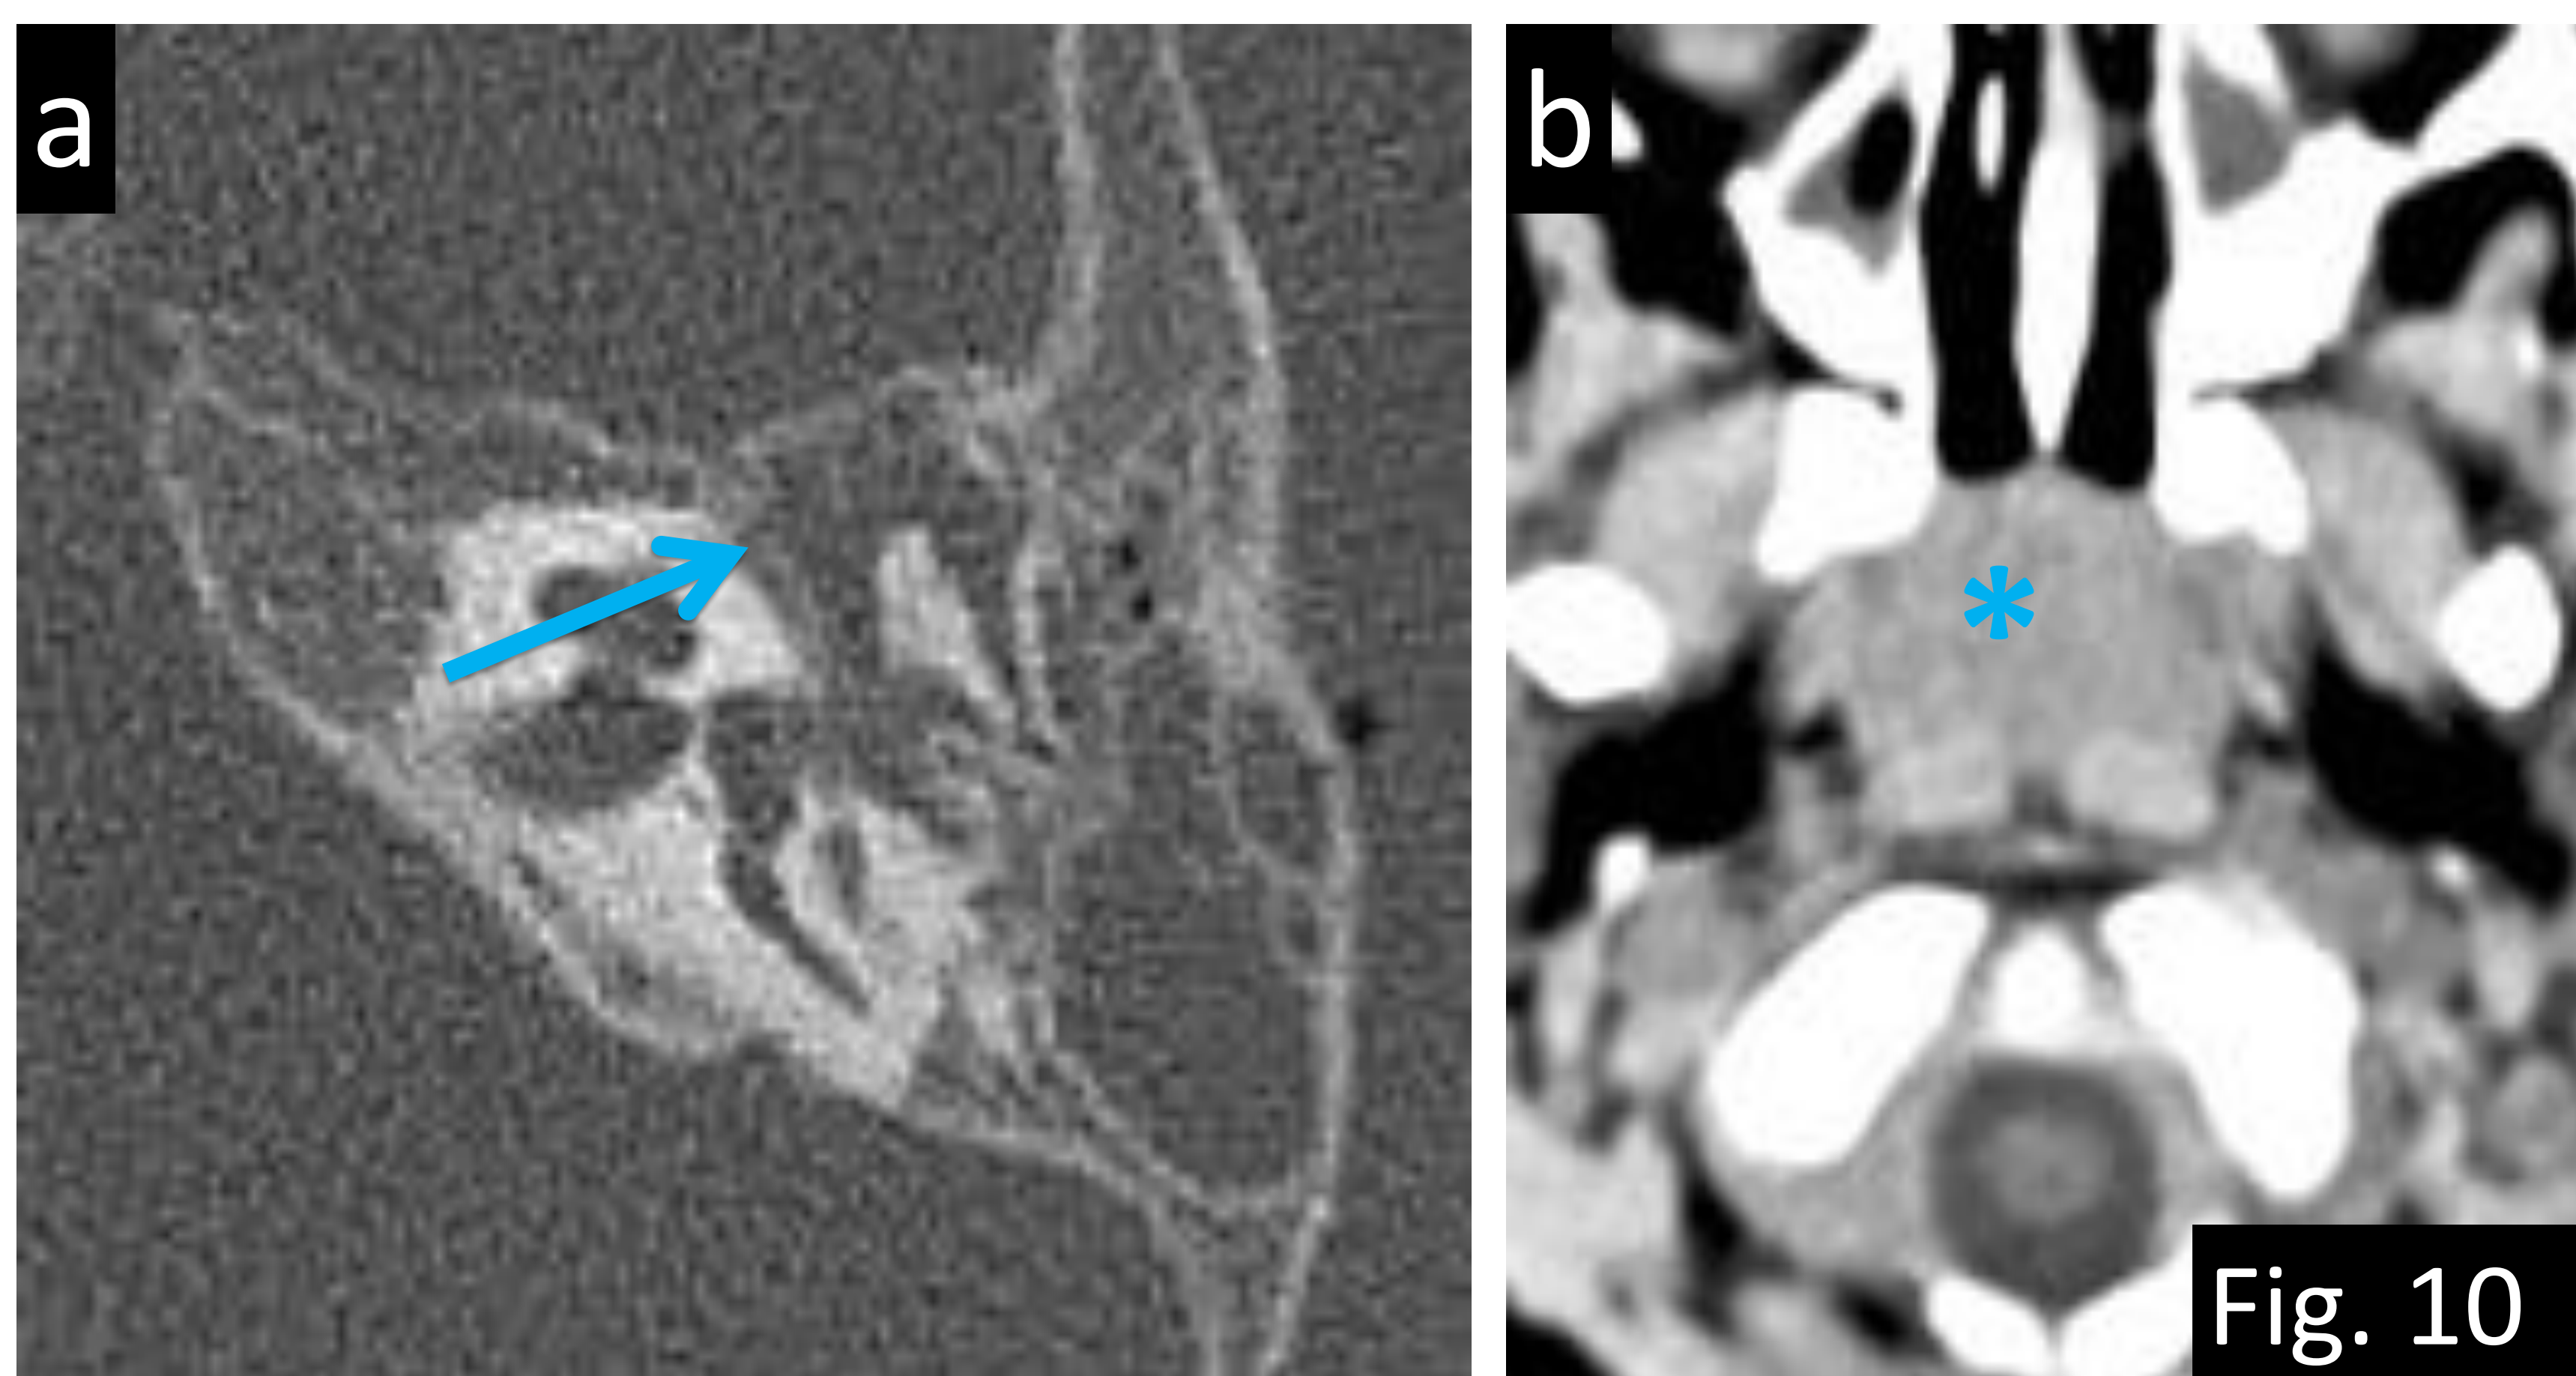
Ejemplo de error de percepción (historia) en un paciente de 1 año de edad con traumatismo craneoencefálico leve. a) TC axial con ventana hueso: ocupación del oído medio por líquido y de las celdillas mastoideas sin aumento de partes blandas ni erosión ósea (flecha). b) TC axial sin CIV: hipertrofia del tejido adenoideo retrofaríngeo simétrico y normal en pacientes pediátricos (asterisco). Referencias: Departamento de Radiología Hospital Severo Ochoa, Madrid. España 2018.
